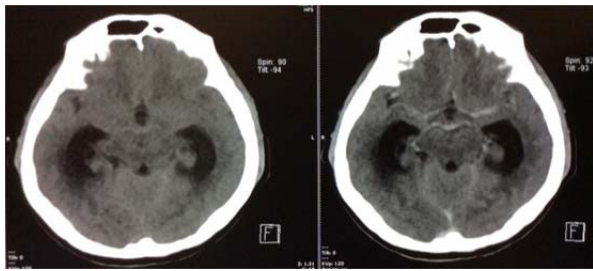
CT brain with contrast shown patchy leptomeningeal enhancement at bilateral high fronto-parietal lobe and communicating hydrocephalus.
